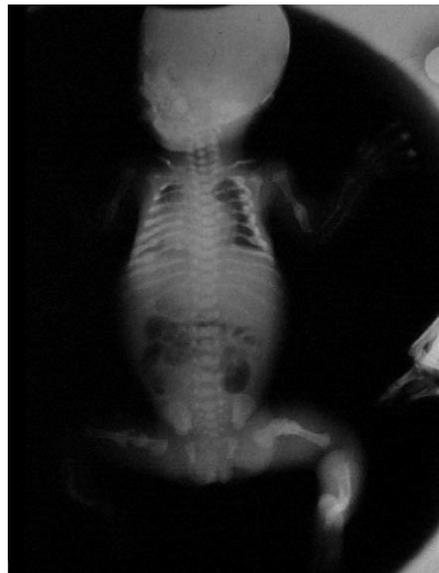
Radiografía completa<sup>10</sup>
